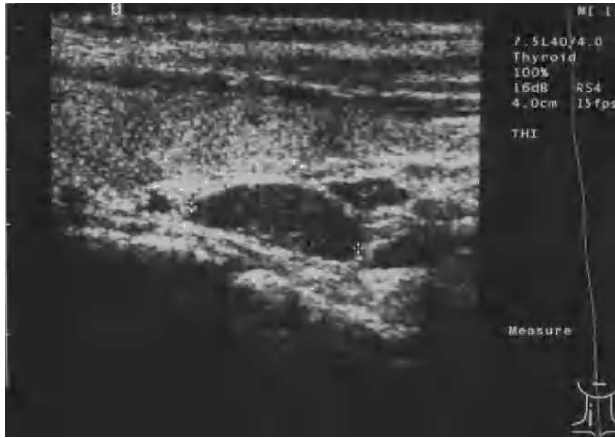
Ecografía cervical en la que se visualiza la glándula superior derecha agrandada de tamaño, correspondiente a un adenoma de esa glándula.
